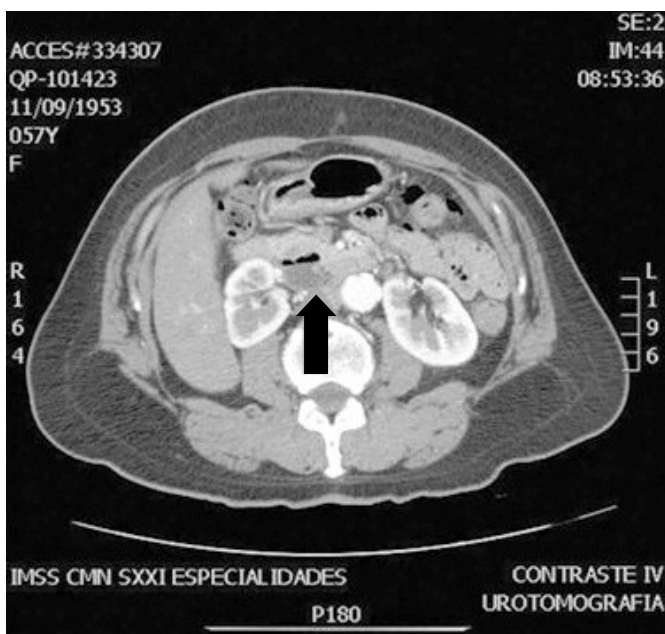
Tomografía en la que se aprecia la presencia de asa intestinal en contacto con el colector derecho.
